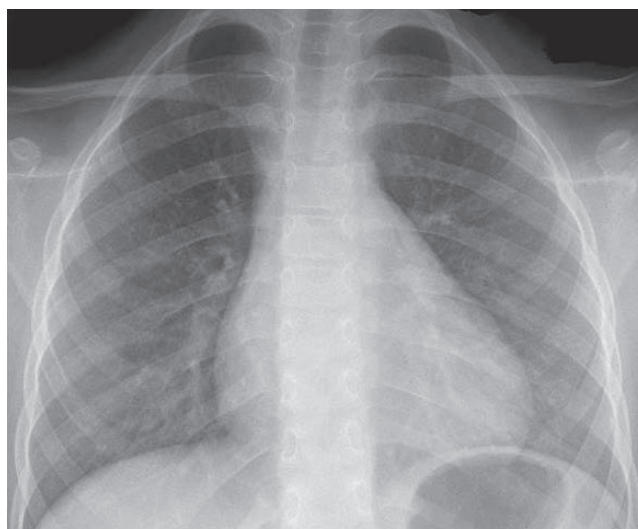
Radiografie cardio-pulmonară în incidență postero-anterioară: indice cardio-toracic în limite normale.
